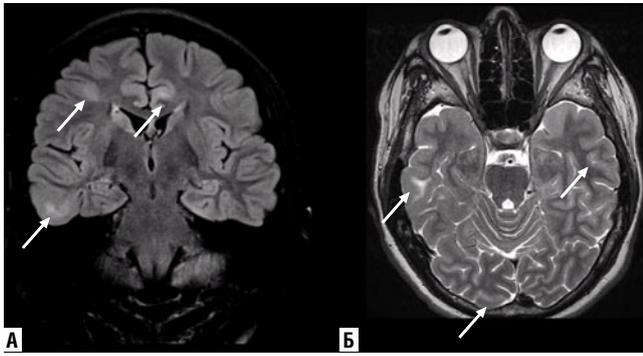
МРТ головного мозга. Корональный T2 FLAIR (А), аксиальный T2 (Б). Стрелками указаны множественные «туберы»
